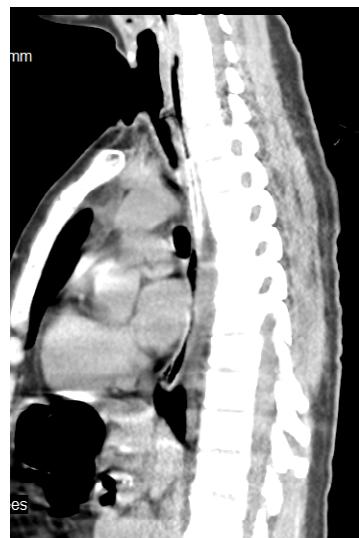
МСКТ, боковая проекция. Дефект трахеи, зона стеноза и пищеводно-трахеальный свищ.
